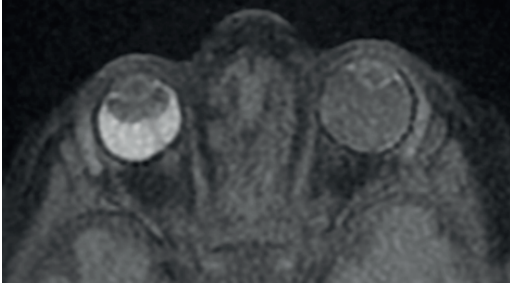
Coats hastalığı T1 MRG (kontrastlı) kesitlerde retinal lezyon ve retina yapraklarında belirgin kontrast tutulumu gözükürken, subretinal sıvı kontrast tutmaz.
